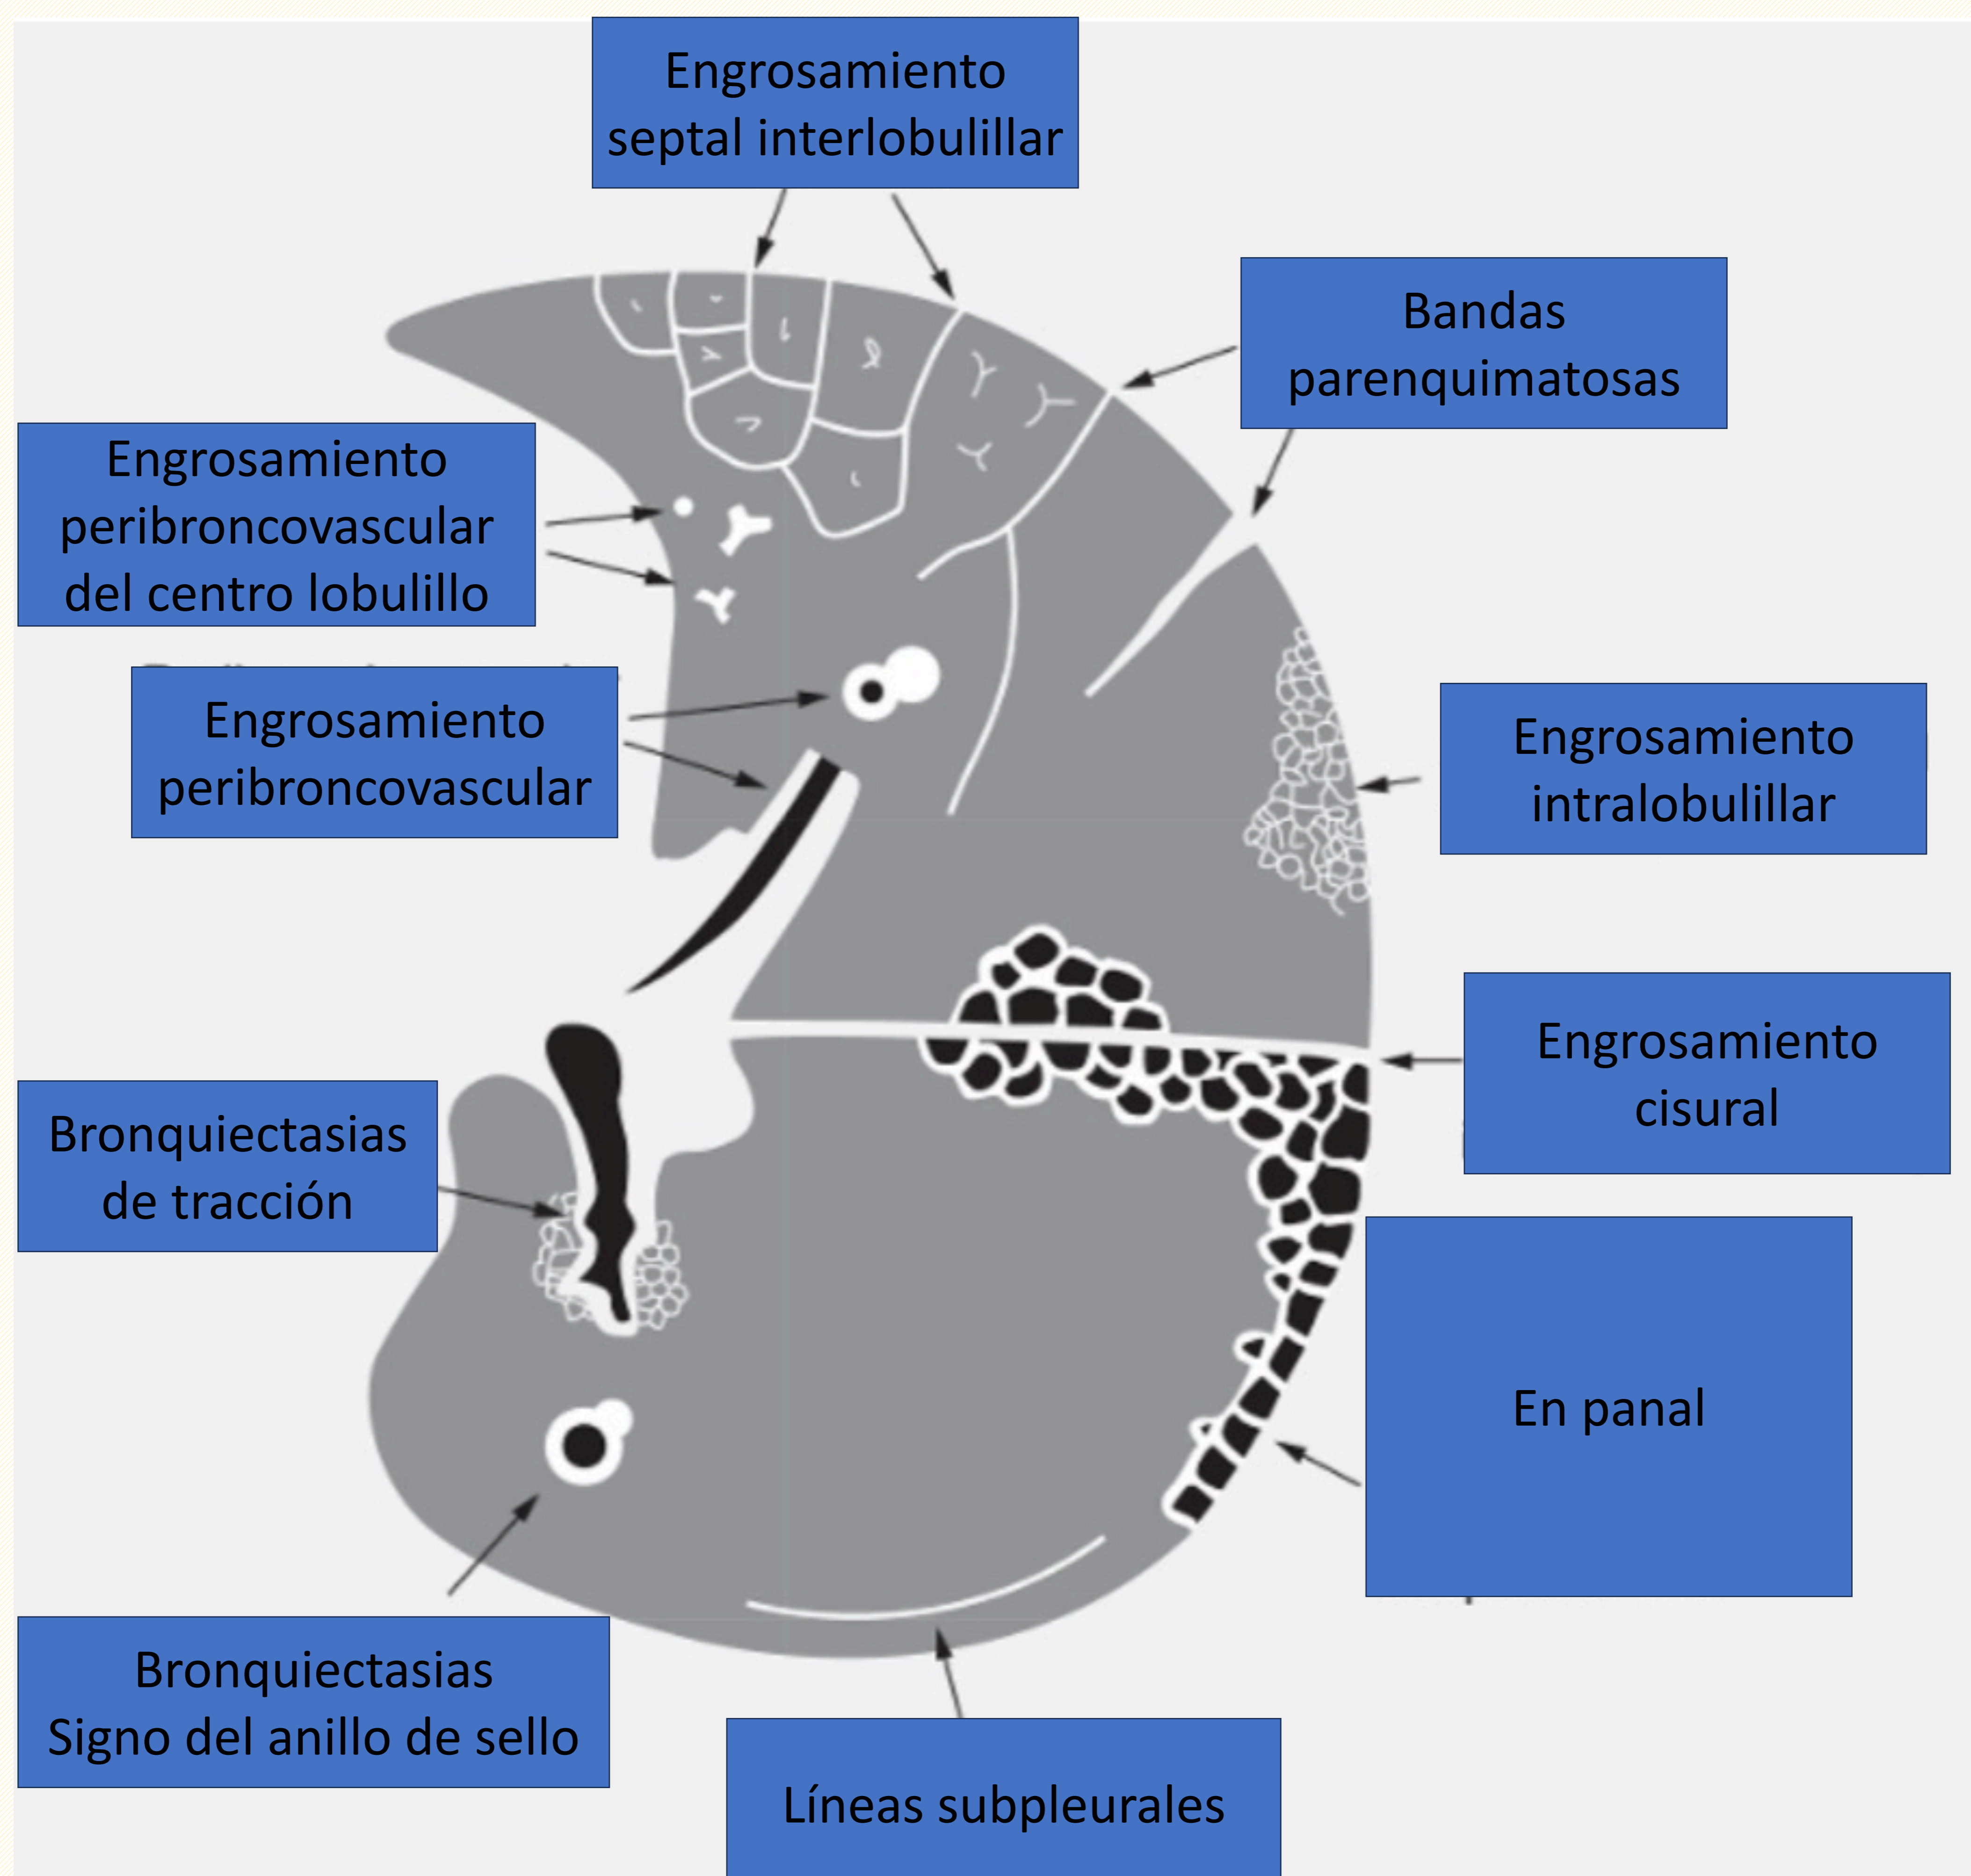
Imagen representativa de la afectación lineal. High-resolution CT of the Lung. Weeb et al. 5a ed. Wolters Kluwer Heath, 2014.
